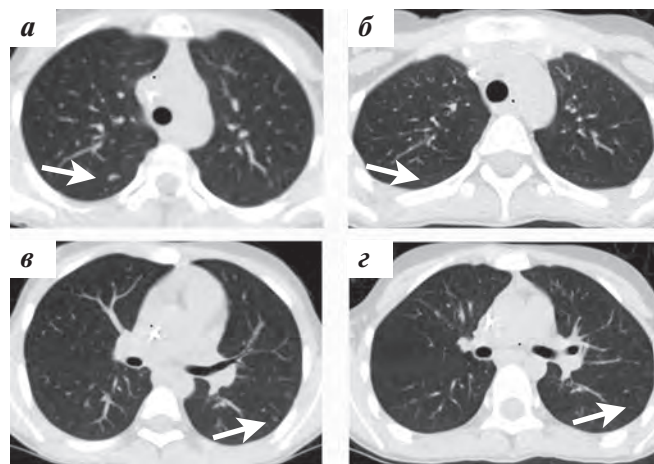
КТ ОГК. Первичное исследование (09.11.2020) — очаги в легких (а, в); контрольное исследование после 5 курсов ПХТ (14.05.2021) — отсутствие очагов в легких (б, з) (указано стрелками)
